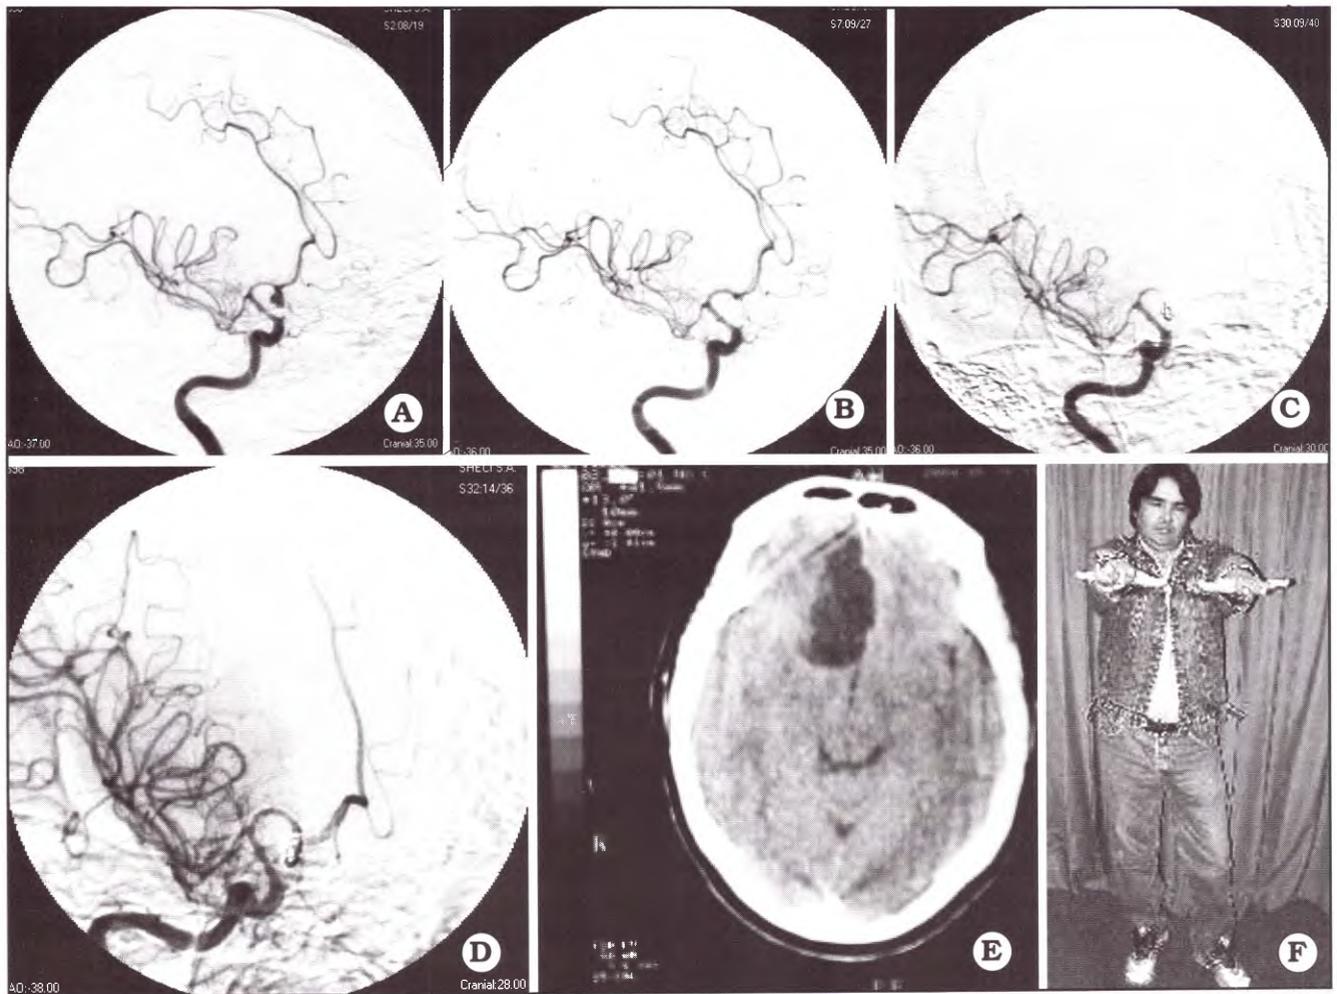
Paciente de 31 años con an. Co Anterior (A). Embolización con coils, resultado inmediato muy bueno (B). Trombosis de A.C.Ant. Derecha (C). Fibrinolisis (D). Control TAC inmediato (E) y a los 10 días (F).
